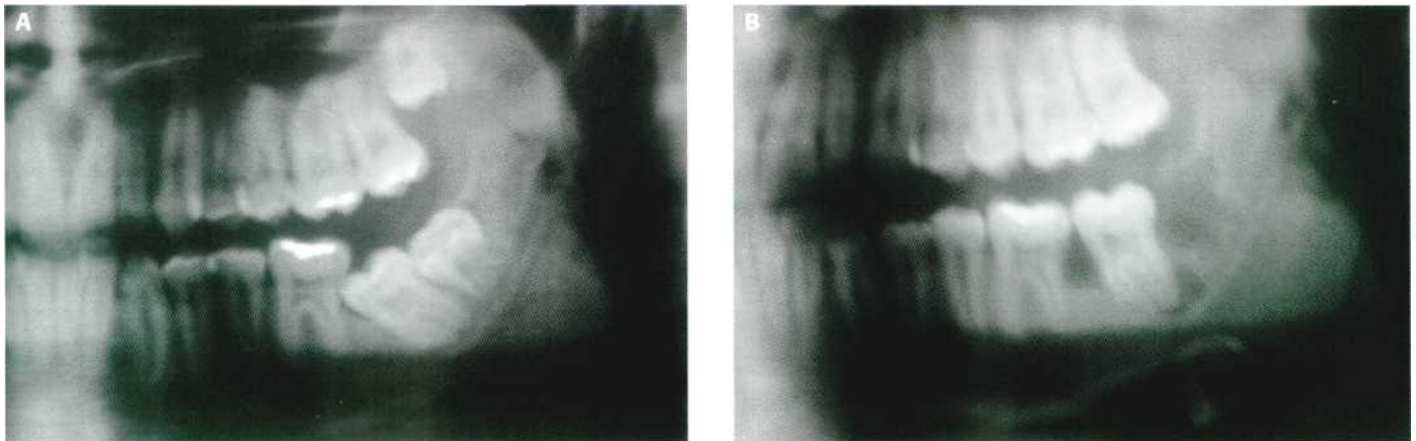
Reubicación del 3.7. (A) Detalle de la ortopantomografía preoperatoria. (B) Detalle de la ortopantomografía después de la extracción del 2.8 y el 3.8 y la reubicación del 3.7.
